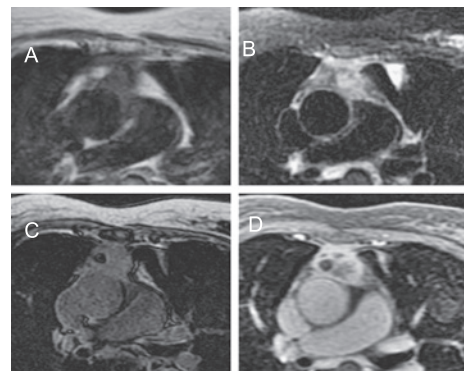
Chest MRI on the T1-weighted image revealed the tumor with low- and high-intensity area corresponded to the low density area on chest CT (A). T2-weighted image showed the tumor with heterogeneous intensity (B). Since the high intensity on T1-weighted image was suppressed on out of phase image, it was confirmed that the tumor was comprised of the fat tissue (C). Enhanced fat suppression image on delayed phase demonstrated the tumor with heterogeneous enhancement (D).
